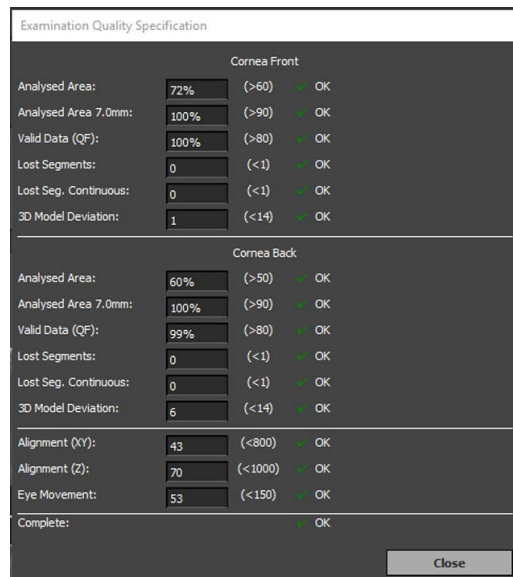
Specificații de calitate pentru măsurarea tomografică
